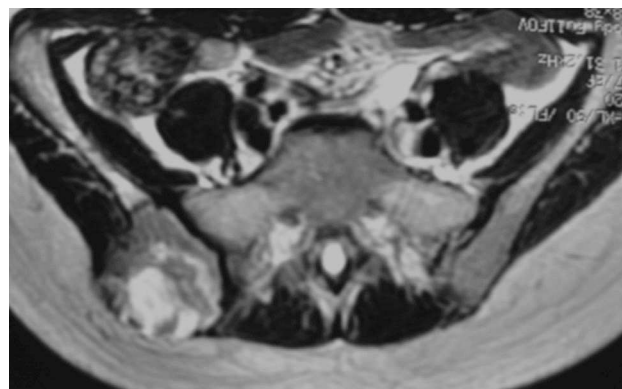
RM en T1. Localización tumoral con afectación de partes blandas.
